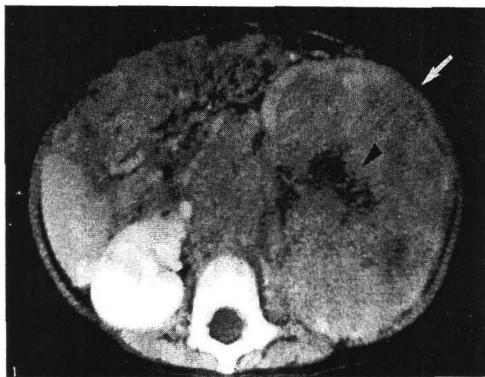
Computed tomography findings of the intrarenal tumor; showing the intact capsule of the tumor (arrow) and intrarenal hemorrhage (arrow head).
